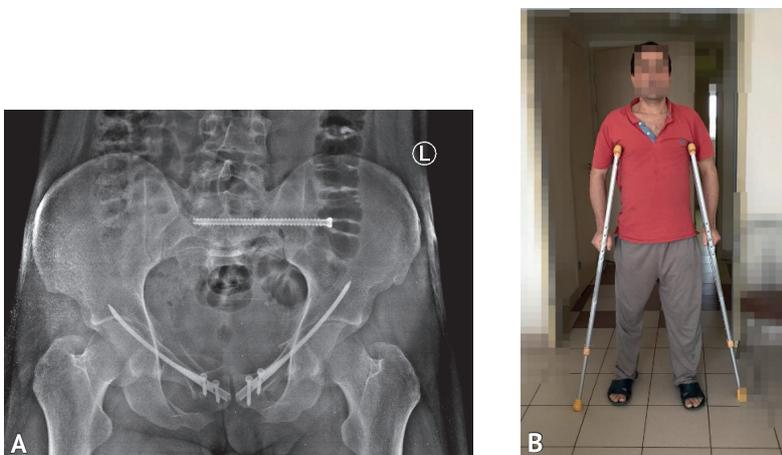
Рентгенограмма таза в прямой проекции после операции (A). Фото, демонстрирующее возможность пациента передвигаться с полной опорой на нижние конечности на 2-е сутки после операции (B)
